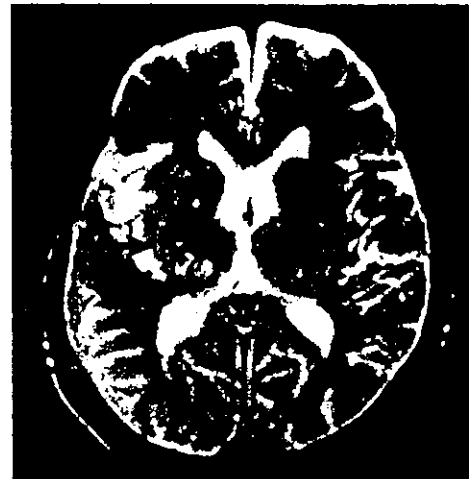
31 陳旧性脳出血のMRI T2強調画像
